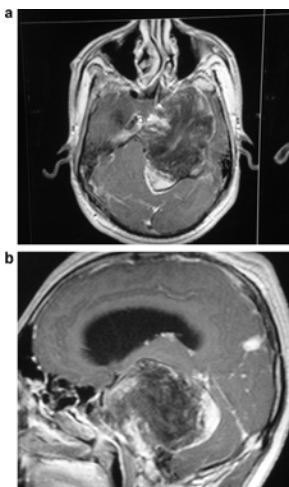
Vista (a) axial (b) sagital de resonancia magnética que muestra la lesión. No se evidencia de la ruptura del quiste.¹⁷
